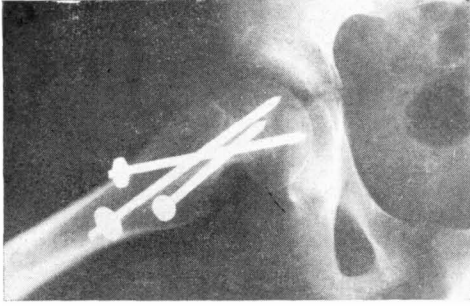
Radiografía axial correspondiente al mismo caso anterior que confirma la excelente corrección obtenida.
